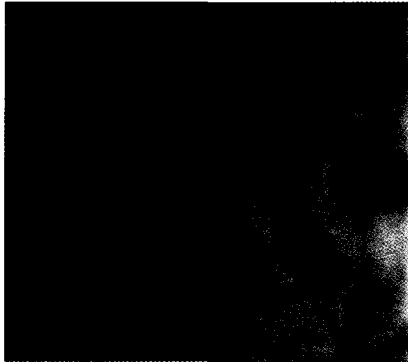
Transcranial radiograph shows osteophyte formation of the condylar head.
